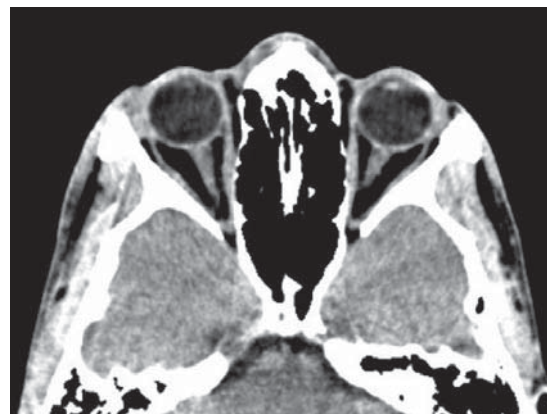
CT axial postoperatoriu: se determină restabilirea anatomică, exoftalmul lipsește postoperatoriu
